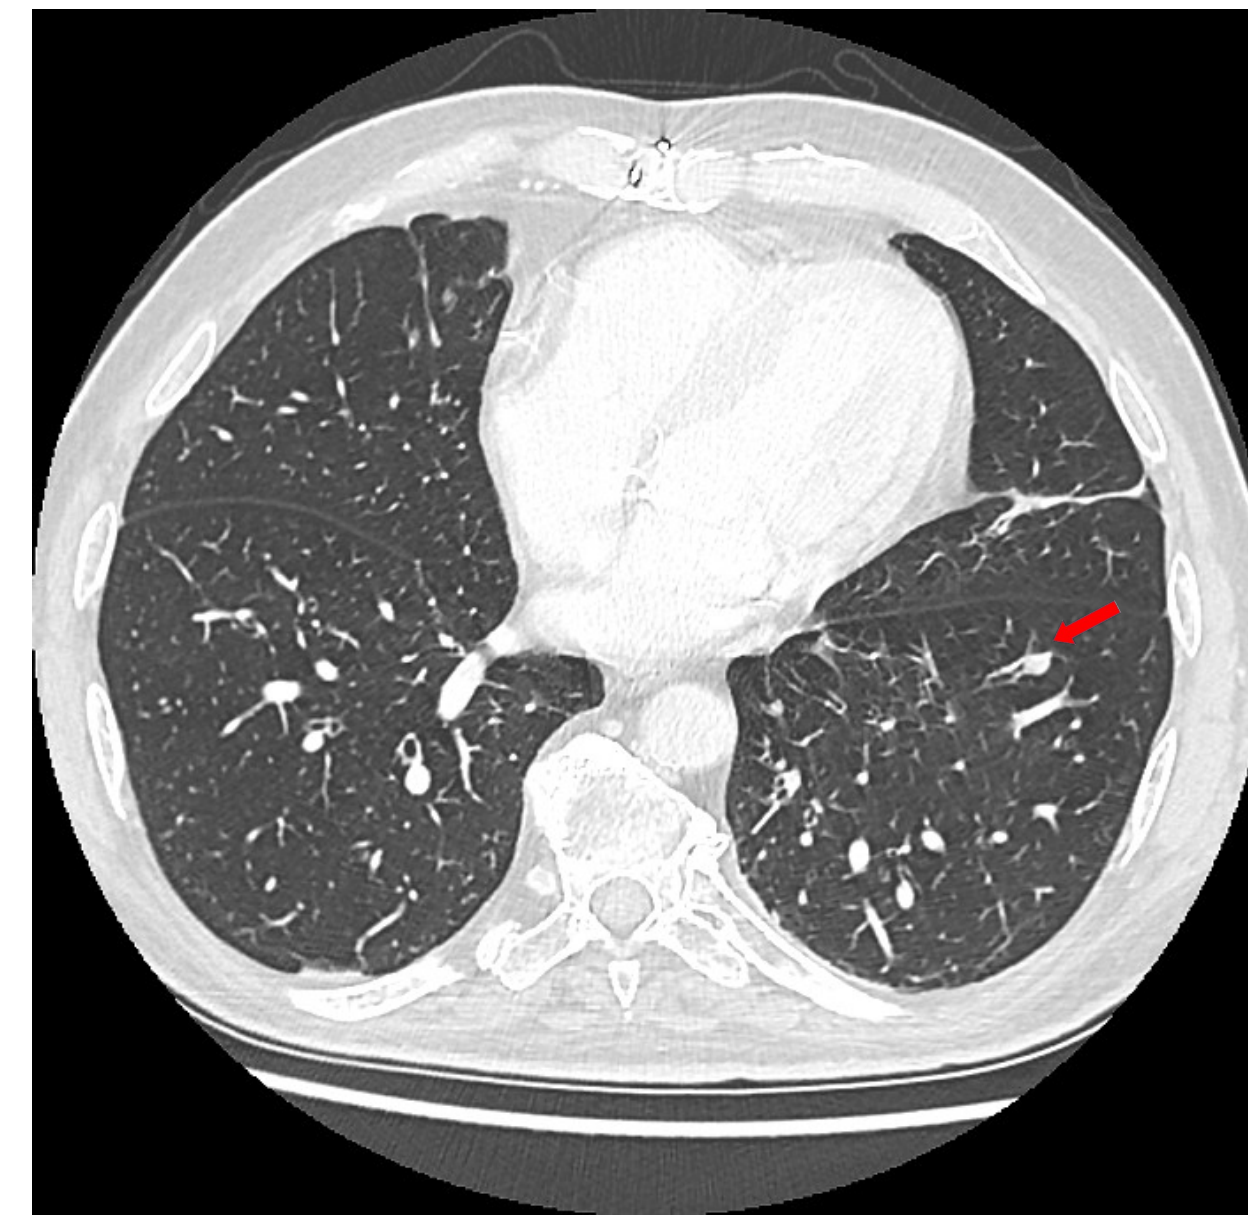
TC polmonare (studio per parenchima), nodulo di 8 mm prevalentemente peribronchiale, con estensione anche intrabronchiale, sito al segmento anteriore del lobo inferiore sinistro.
